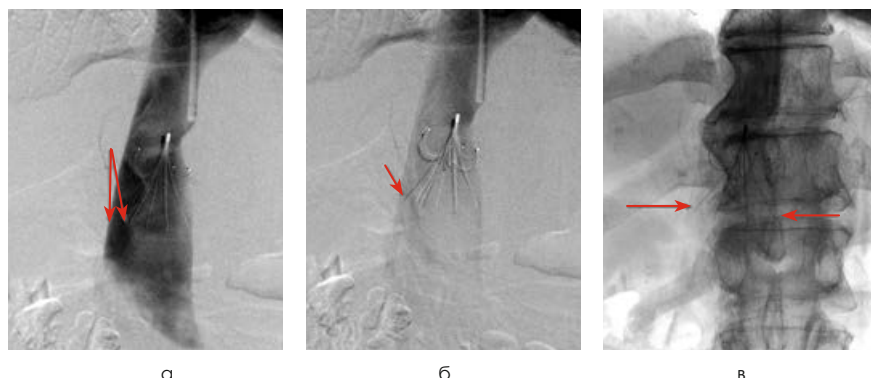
Восстановление адекватного положения кавафилтра в просвете нижней полой вены в момент выполнения контрольной каваграфии сразу после его имплантации: а) нижняя каваграфия; правые фиксирующие лучики кавафилтра не доходят до правой стенки нижней полой вены (указано стрелками); б) в течение 2,5 секунды инъекции контрастного вещества в НПВ произошло восстановление адекватного положения кавафилтра за счет смещения одного из правых фиксирующих лучиков по направлению к правой стенке вены (указано стрелкой); в) в обычном рентгеновском изображении кавафилтр принял адекватное положение. Стенки НПВ обозначены стрелками.
